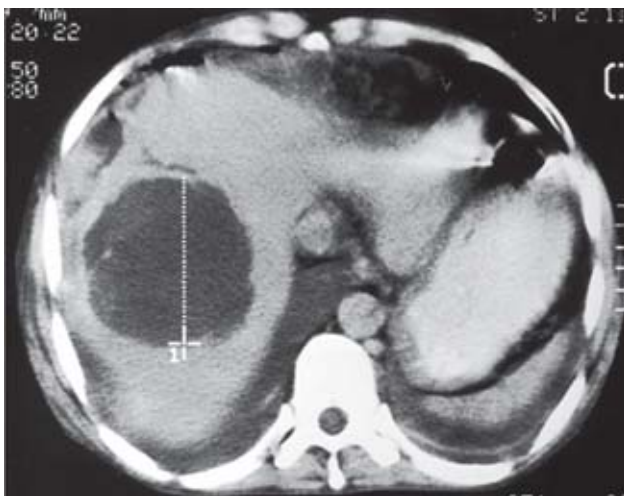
Tomografía de abdomen superior. Absceso hepático lóbulo derecho.
